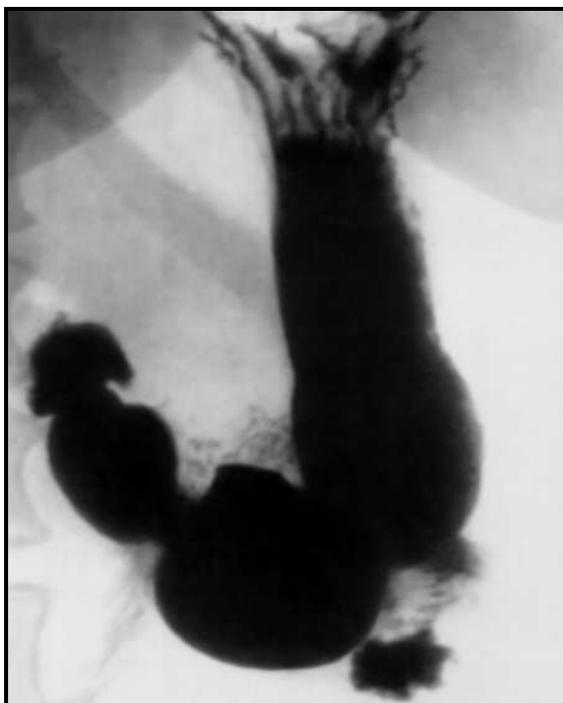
Рентгенография желудка в норме
